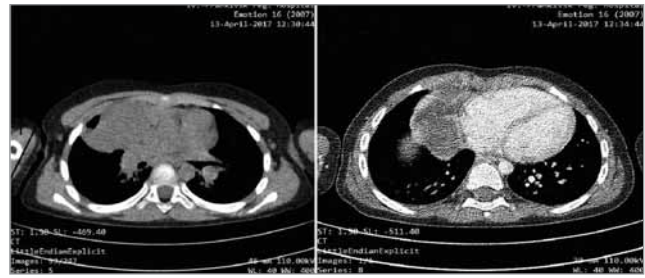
МСКТ-скани органів грудної клітки з внутрішньовенним болюсним контрастуванням (аксіальні зрізи). Об'ємне утворення гемітораку. Гістологічно: Біфазна легенева бластома
